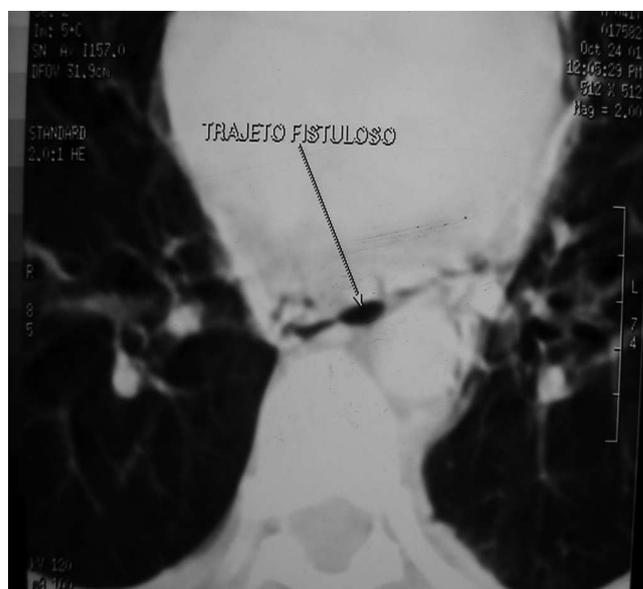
Tomografia computadorizada com janela intermediária demonstrando trajeto fistuloso comunicando o esôfago com o mediastino.
